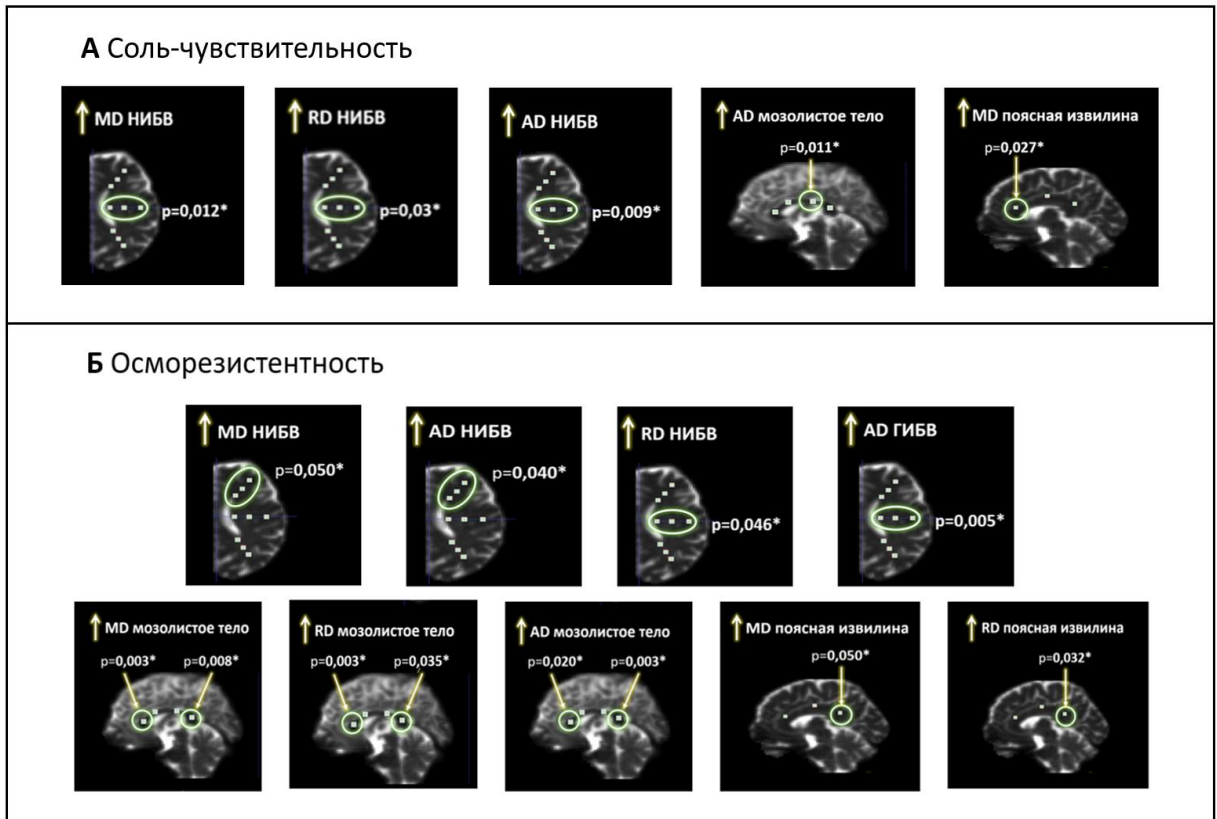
Связь соль-чувствительности (А) и осморезистентности (Б) с микроструктурной целостностью вещества головного мозга по данным ДТ-МРТ
